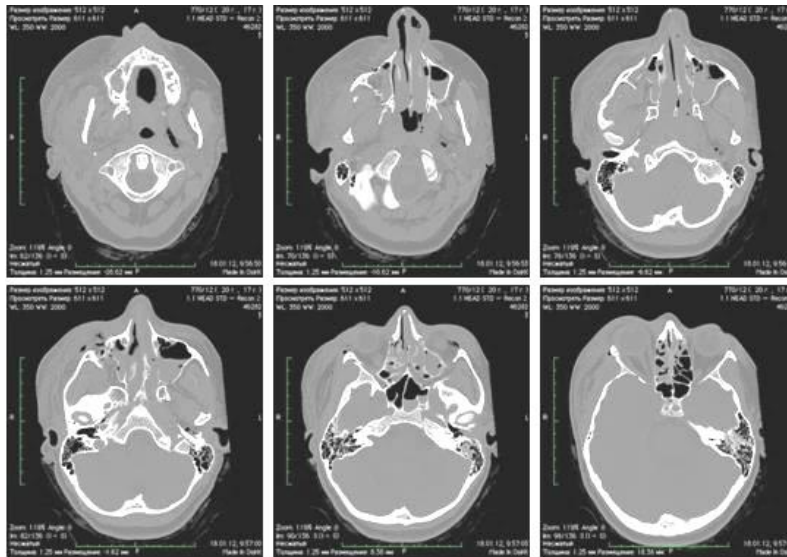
Перелом скулоорбитального комплекса справа. Аксиальные проекции МСКТ
